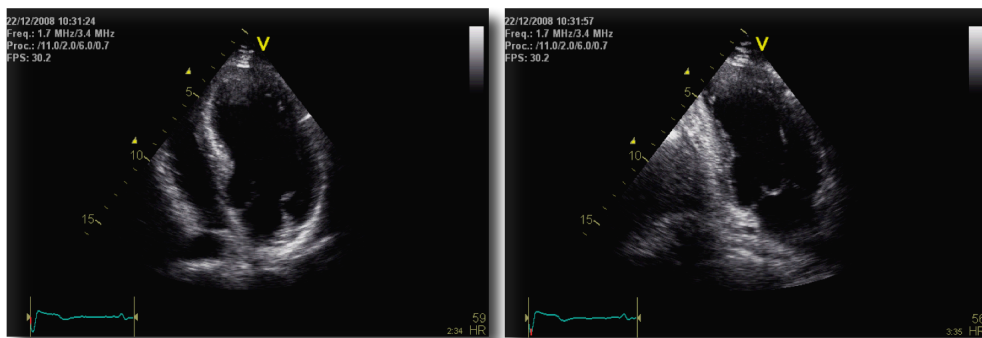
Imagen de plano apical 4 cámaras (izquierda) y 2 cámaras (derecha) del paciente mediante ecocardiografía. Puede observarse en la imagen fija cómo los segmentos apicales del septo, septoanterior y anterior muestran discreto adelgazamiento y corresponden a las áreas con alteración de la motilidad segmentaria en el seguimiento.
